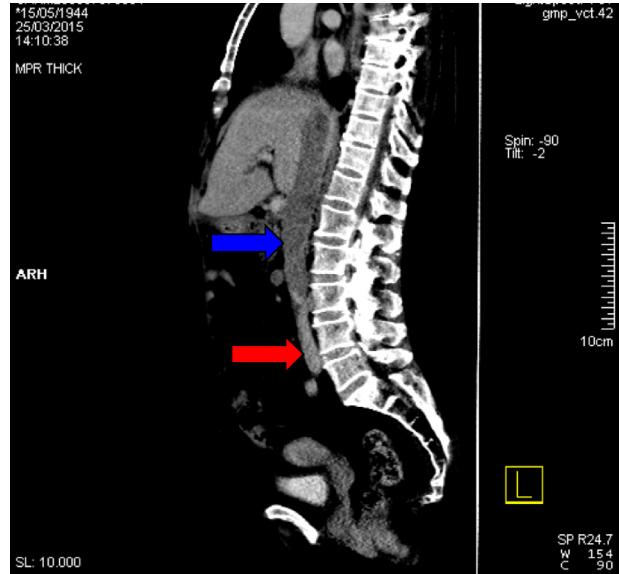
Reconstrucción de tomografía axial computarizada en plano sagital donde se aprecia la diferencia de la vena cava permeable con contraste y de calibre normal en su parte más inferior (flecha roja), y aumentada de tamaño e hipodensa sin contraste en la porción superior (flecha azul).
